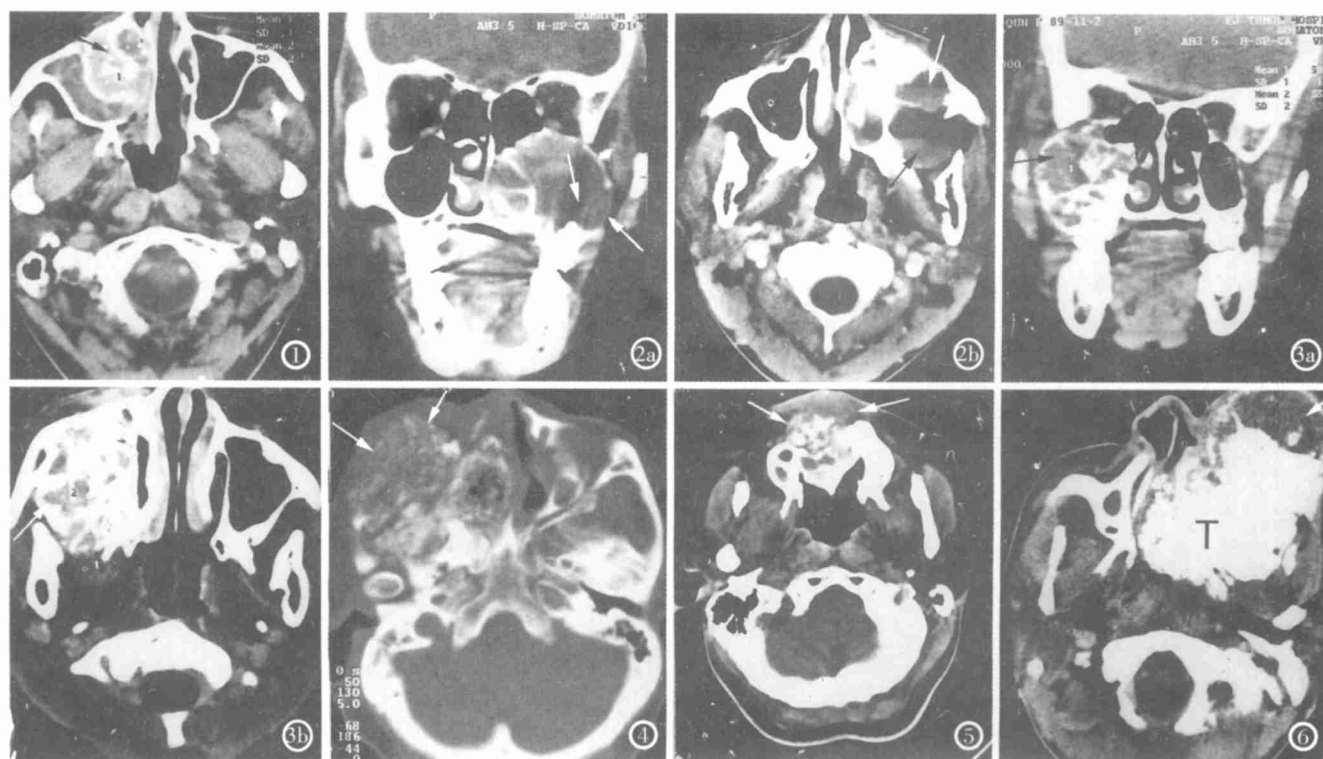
造釉细胞瘤 CT 显示上颌骨前半部类圆形肿物,内容囊性和实性,有囊腔间隔和硬化边。实性部分强化明显(箭)。
